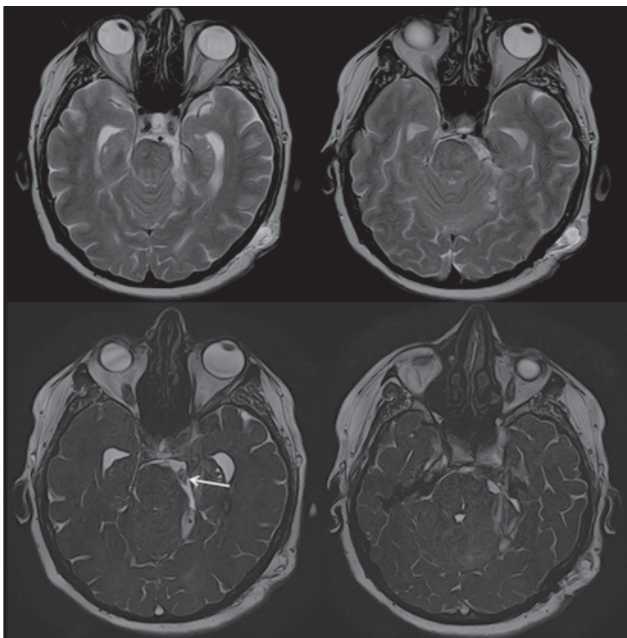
МРТ після тотального видалення шванноми. Верхній ряд — аксіальна проекція, T2-режим. Нижній ряд — аксіальна проекція, ІАС-режим (режим візуалізації черепних нервів). Стрілкою вказаний збережений трійчастий нерв
